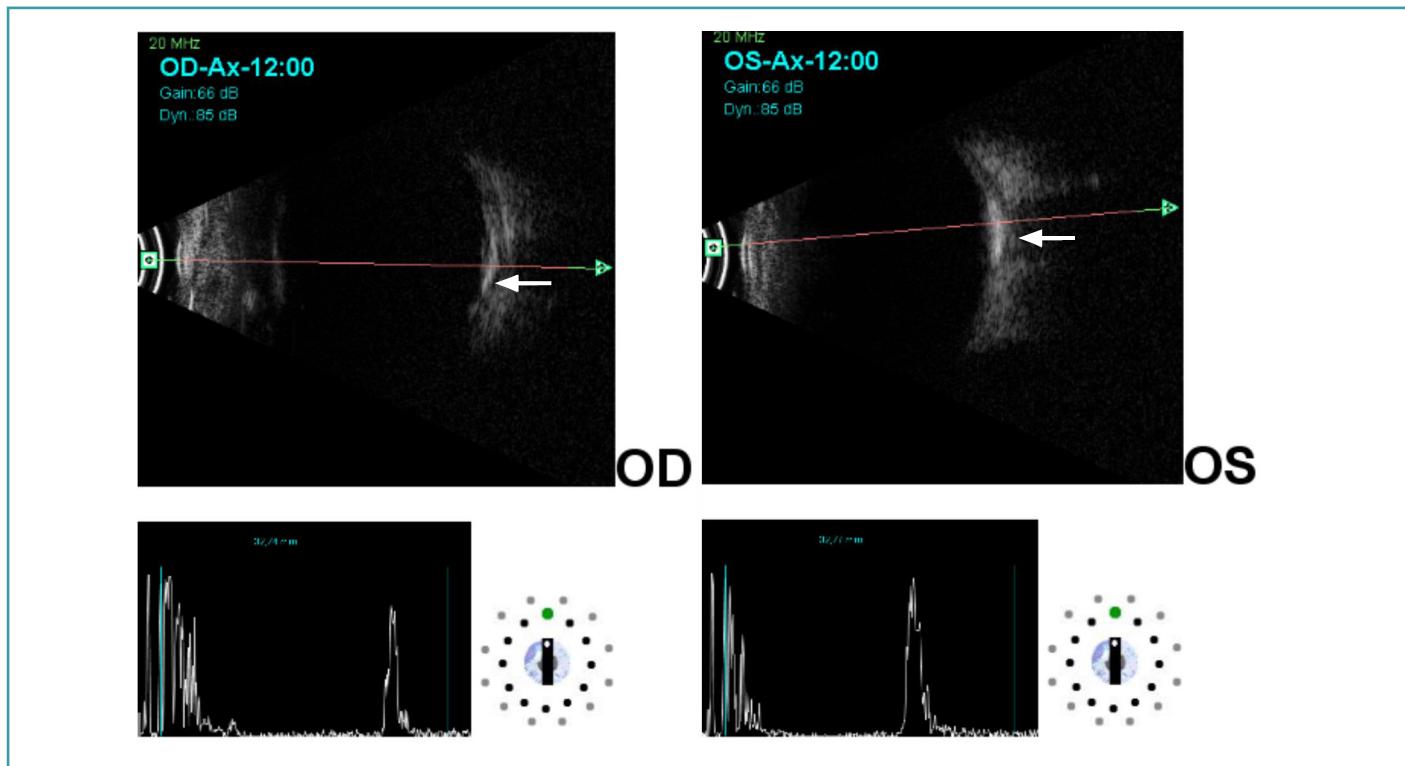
Ultrasonografía AO en modo B y A: pico hiperecogénico con sombra posterior que muestra la presencia de calcio en la coroides (flechas).
